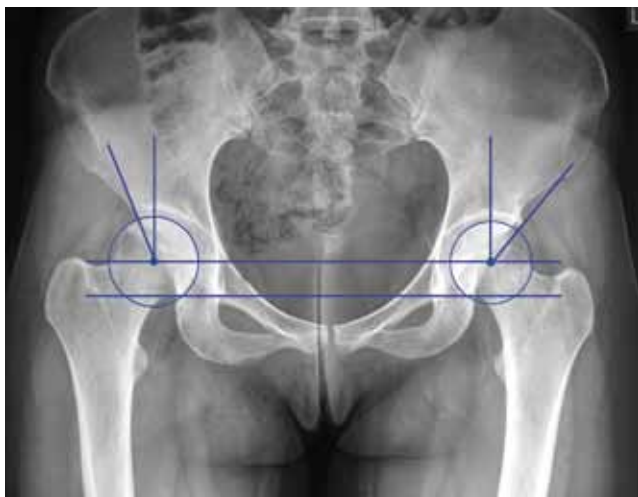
Определение угла Tönnis на обзорной рентгенограмме таза
